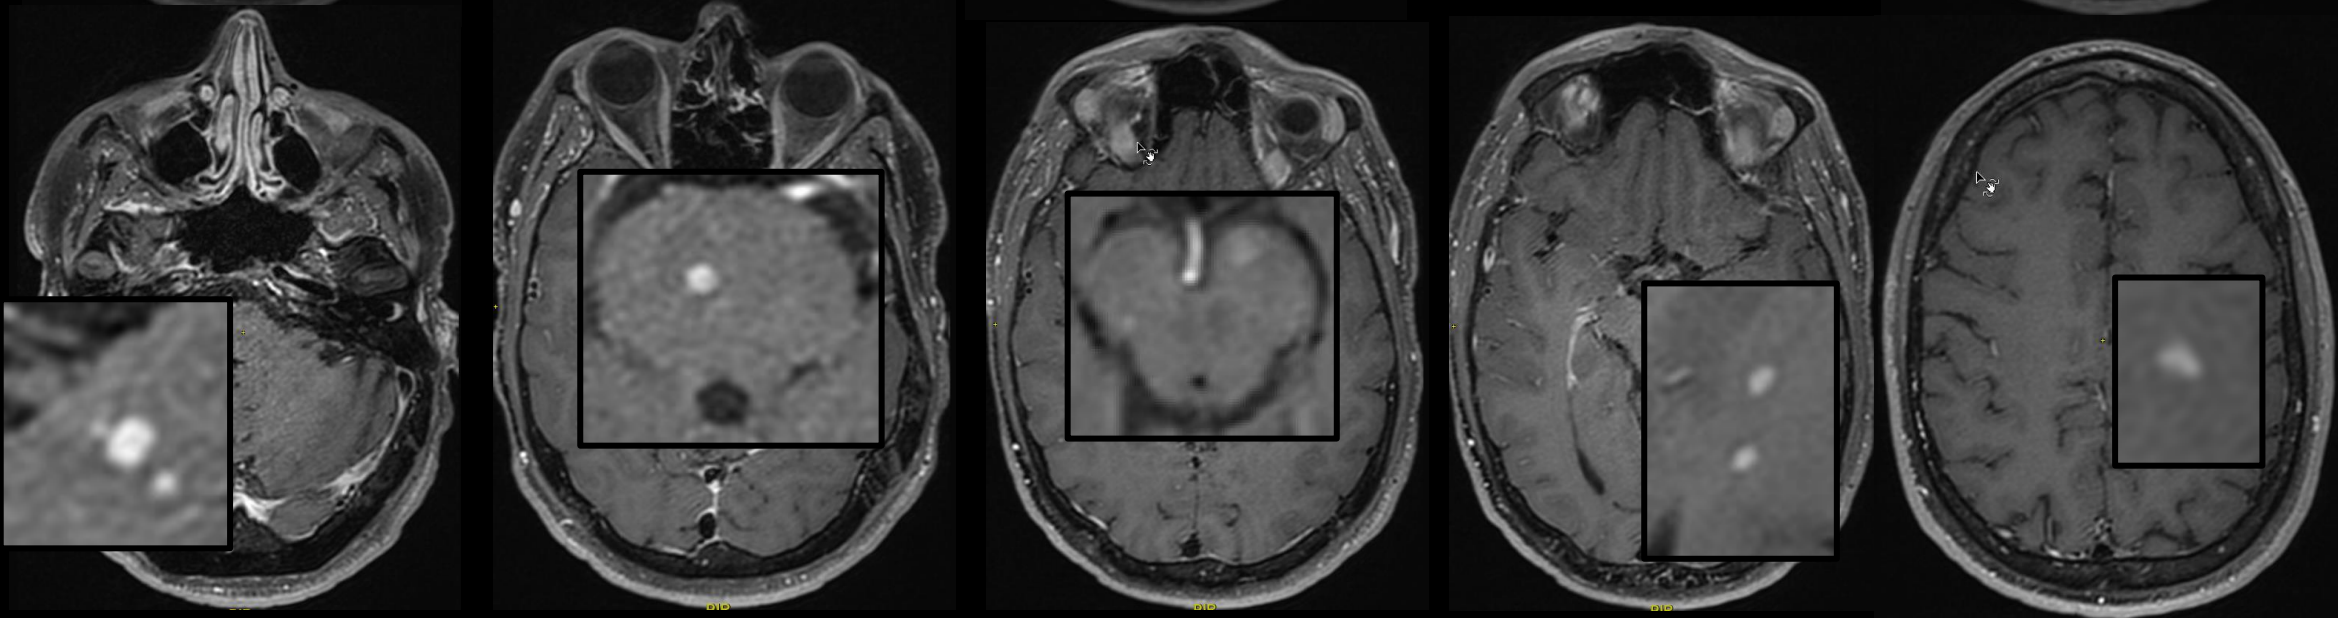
Imagerie – IRM encéphalique
